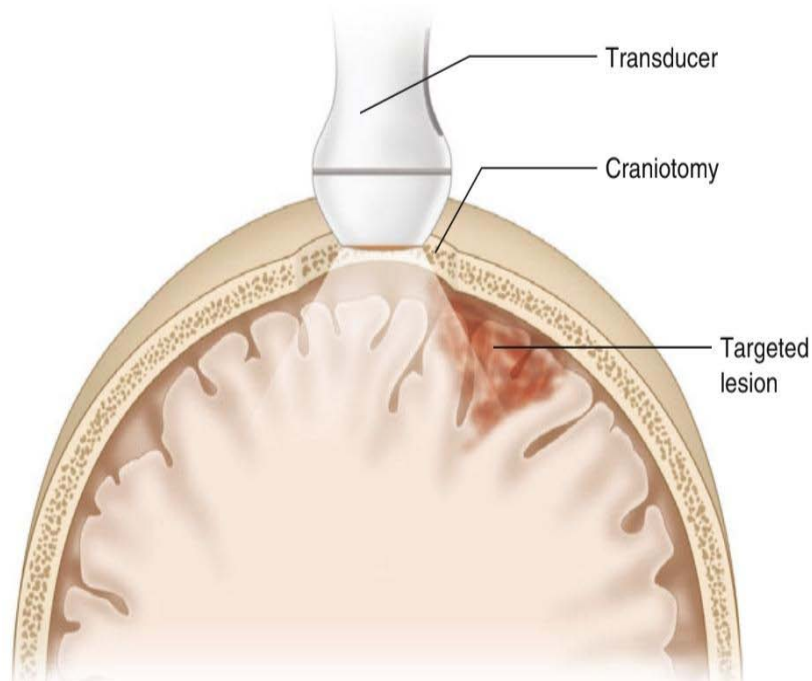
L' application typique d'une échographie peropératoire avant l'ouverture durale : évaluation de la taille de la craniotomie par rapport à la lésion ciblée
